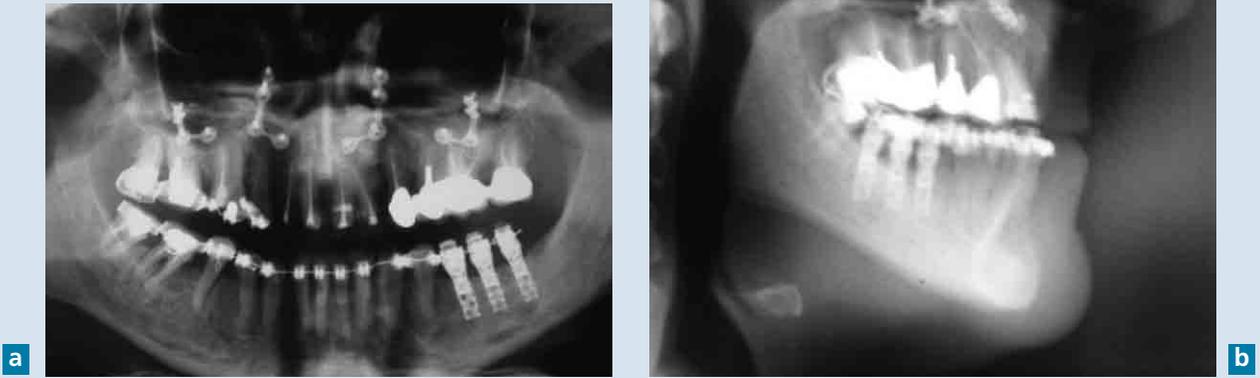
Panoramique et téléradiographie de profil avant la fin du traitement. Les 12, 11, 21 et 22 ont été dévitalisées et un bridge antérieur a été réalisé. On note l'amélioration des rapports sagittaux même si elle est insuffisante.
